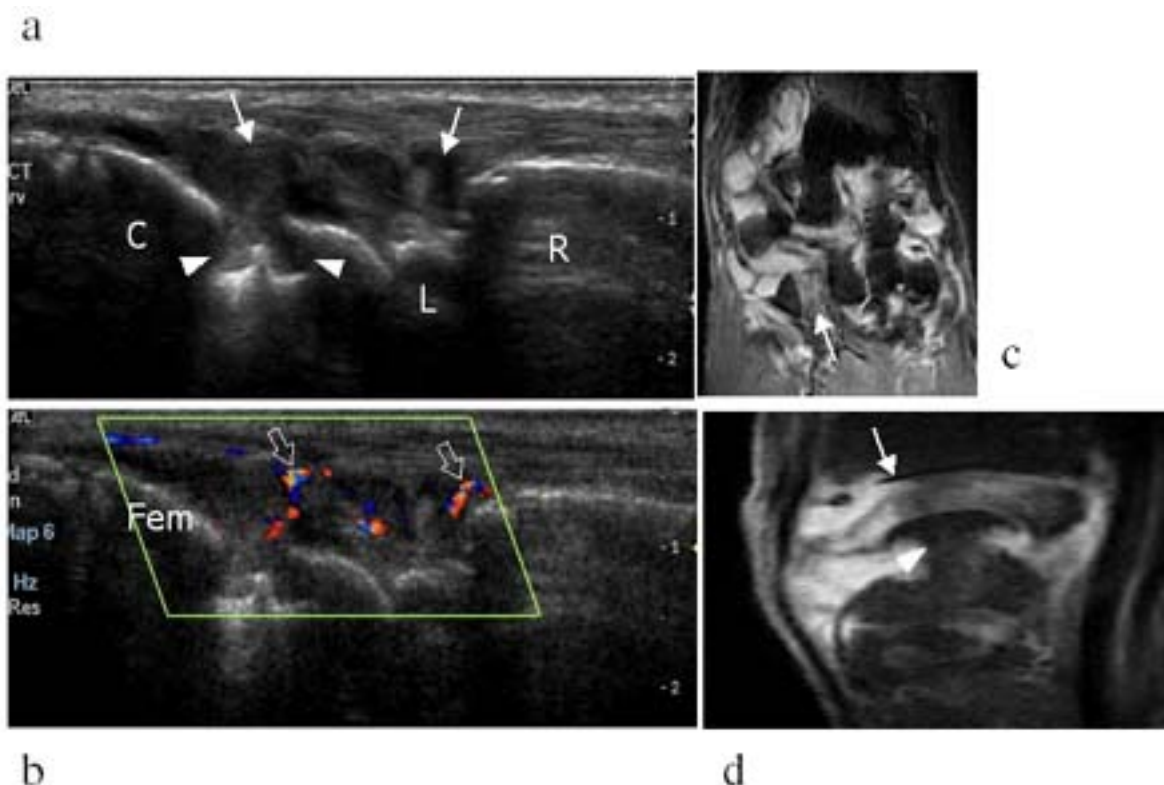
Imágenes sagitales (a) y sagitales Doppler Color obtenidos sobre la cara dorsal de la muñeca en un paciente que padece de artritis reumatoidea. El ultrasonido muestra la presencia de derrame e hipertrofia sinovial a nivel de las articulaciones radiocarpales y mediocarpales (flechas). Una erosión en la cara dorsal del hueso capitatum se hace también evidente. Notar el incremento en la señal Doppler color que consiste en un pannus agudo e hipervascular (flechas vacías). Las imágenes coronales (c) y sagitales (d) por resonancia magnética con señal T1 luego de la administración de gadolinio confirman la presencia de las erosiones óseas (punta de flecha) y el refuerzo del pannus (flechas). R=radio, L=lunar, C=capitatum
